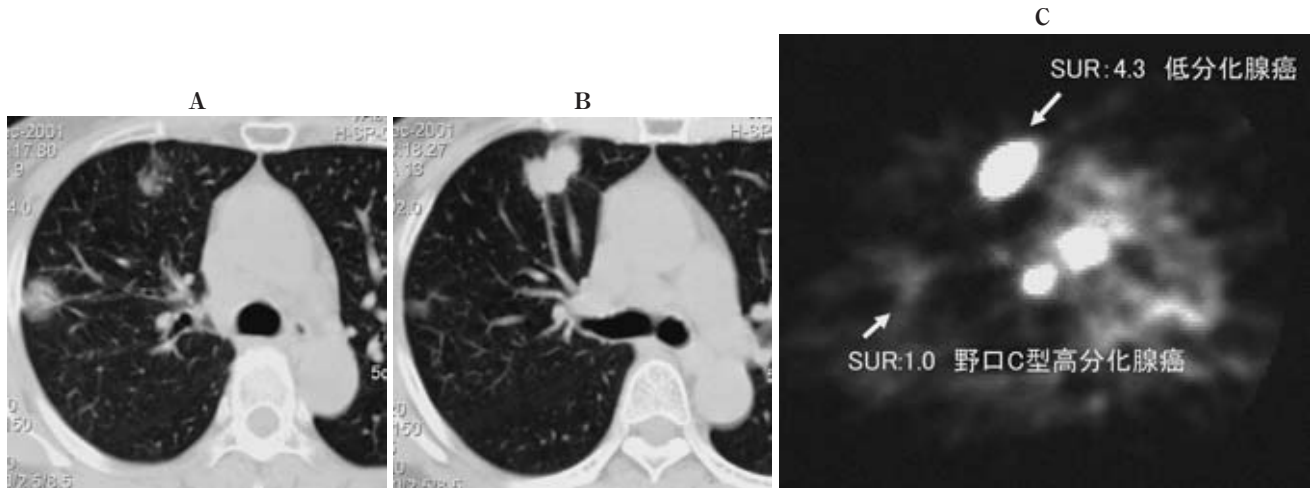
A 61-year-old woman with both Noguchi C type well- and poorly-differentiated adenocarcinoma. CT shows a mostly GGA lesion and a solid nodule in the right upper lobe with hilar and mediastinal lymphadenopathy (A, B). FDG-PET revealed mean SURs of 1.0 and 4.3 in the two each lesions (C). The resected lymph nodes poorly differentiated adenocarcinoma. Adenocarcinomas with ground glass attenuation (GGA) show only slight accumulation of FDG.
